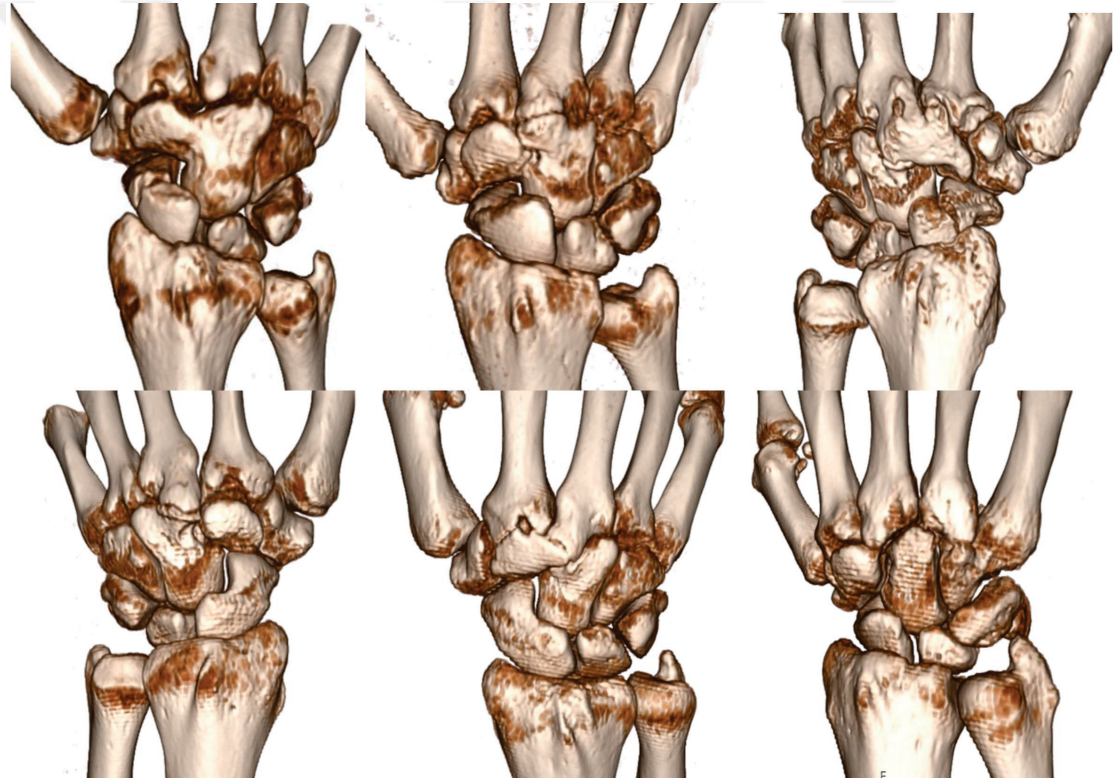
Psiform-hamate karpal koalisyon 3D BT görünümü. Birinci olguda tam, ikinci olguda ise inkomplet koalisyon gözlenmektedir.
